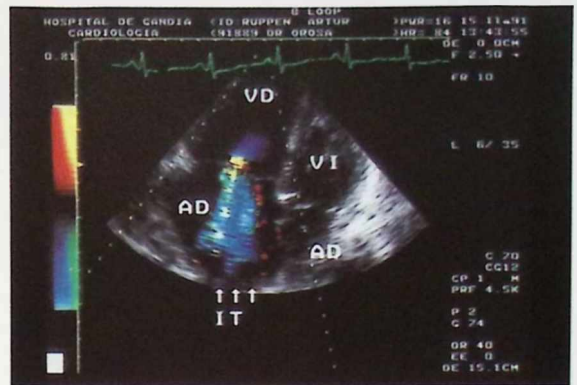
Insuficiencia tricúspide severa. Apical 4C. Con DCC se aprecia yet con área mayor de 6 cms², en AD.
